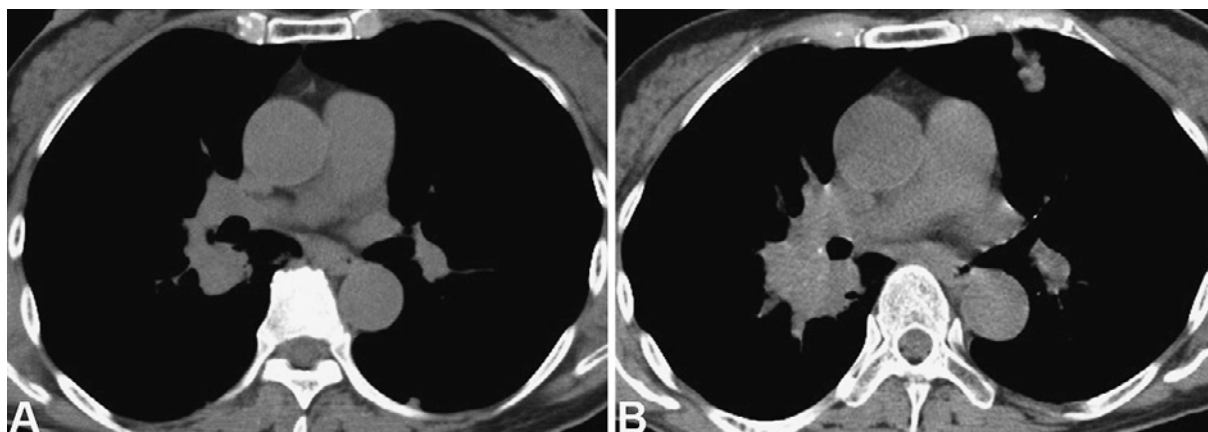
CT pictures obtained before chemotherapy (A) and 4 months after starting chemotherapy (B). Lung lesions were progressing with forming new nodular lesions in spite of chemotherapy.
